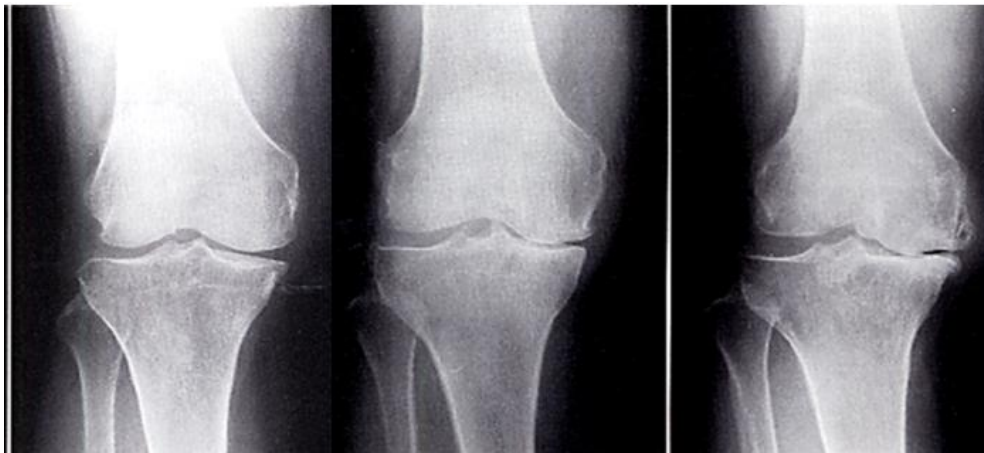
X線による膝 OA の分類：左から順に Grade-II、III、IV
